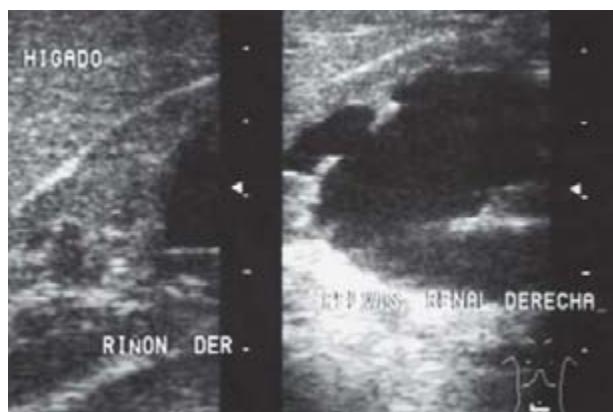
Ultrasonido renal posnatal. Hidronefrosis del polo inferior renal derecho.
